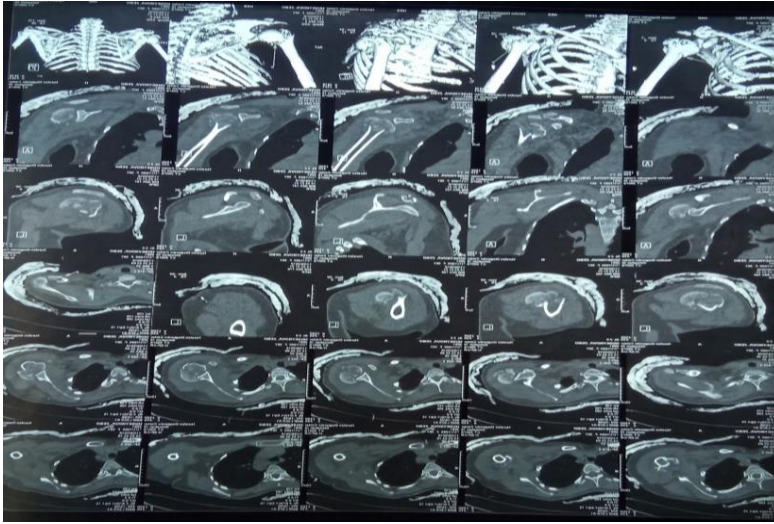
Компьютерная томография при переломах проксимального конца плечевой кости.
